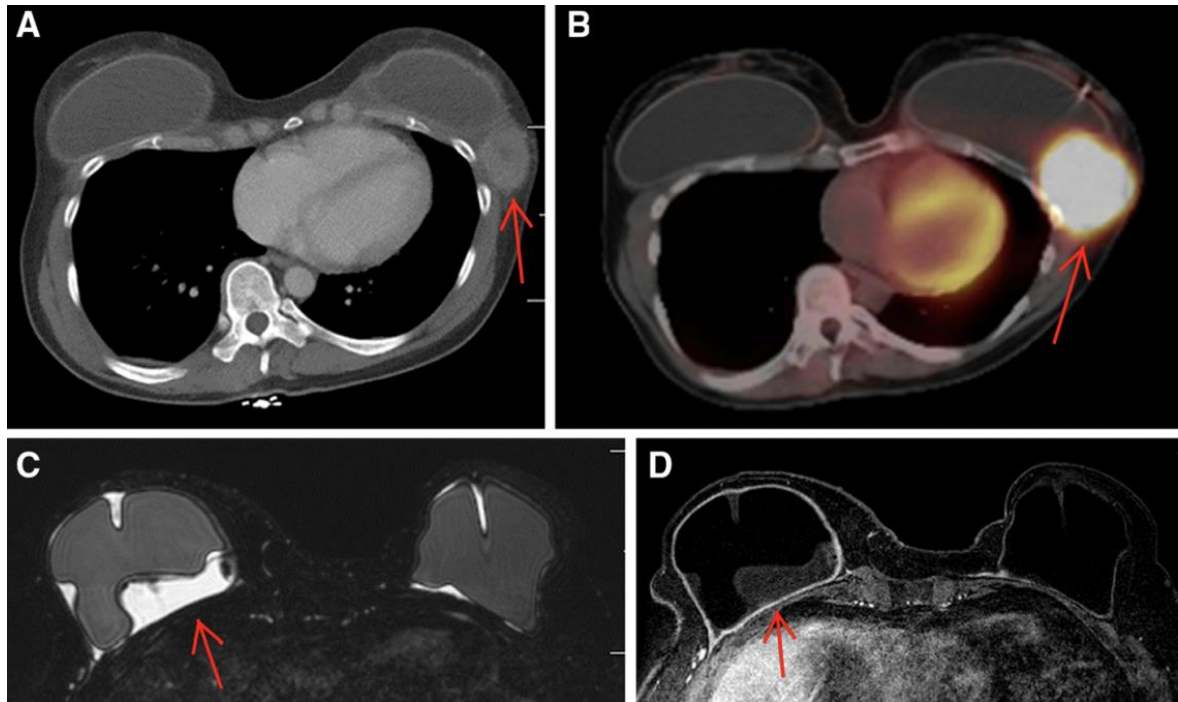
TC de tórax, PET-TC y RMN axial en dos pacientes con BIA-ALCL. (A) Corte axial de TC de tórax con contraste muestra una gran masa en la cola axilar izquierda (flecha) con efecto masa sobre el implante adyacente. (B) Imagen axial de PET-TC en la misma paciente que muestra un aumento de captación en la masa (flecha). (C) RMN axial bilateral con supresión grasa ponderada en T2 que muestra derrame (flecha). (D) RMN dinámica axial mejorada con contraste. La imagen en la misma paciente muestra un realce uniforme de la cápsula periprotésica derecha (flecha). Extraído de Adrada BE, et al. ⁽⁶⁸⁾
